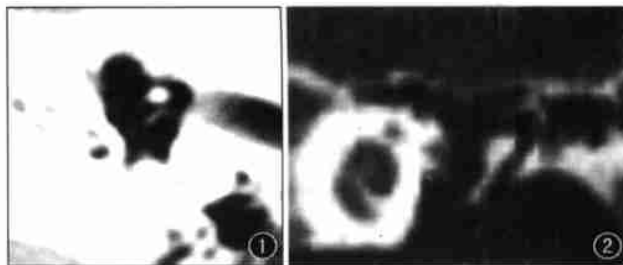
HRCT 横断面示锤骨、砧骨、镫骨、锤砧关节、砧镫关节, 以显示镫骨脚更佳。图 2 MSCT MPR 图像示耳蜗、部分锤骨头和砧骨, 未显示镫骨。
